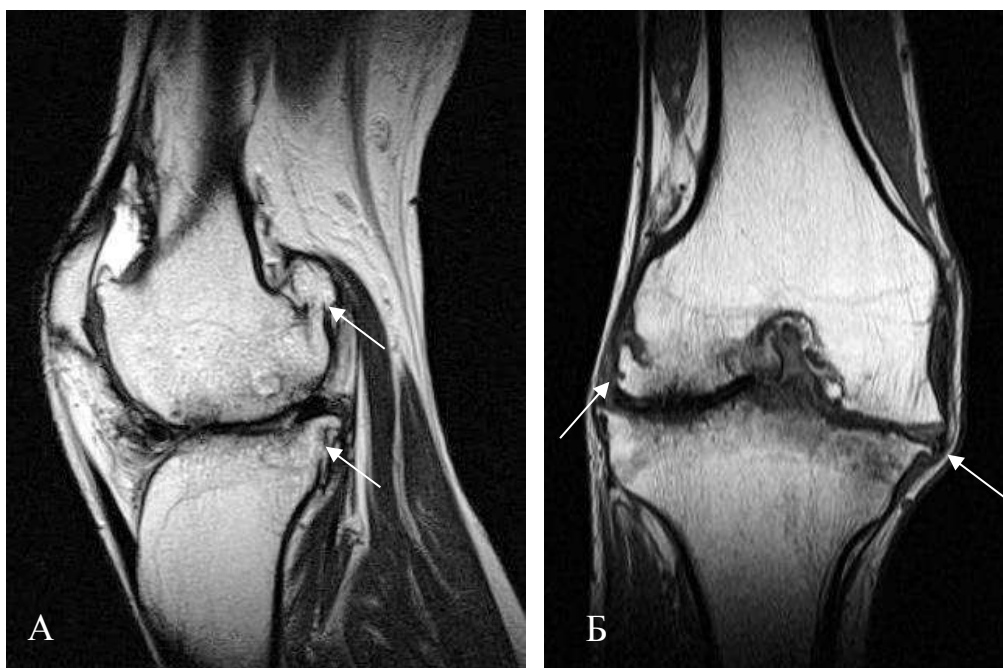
МРТ коленного сустава в сагиттальной проекции в режиме T2-ВИ (А), в коронарной проекции в режиме T1-ВИ (Б). Выраженные краевые костные разрастания по передней, задней и боковым поверхностям бедренной и большеберцовой костей, в области надколенника. Мелкие эрозии суставных поверхностей, эрозия межмуцелкового углубления, жидкость в области супрапателлярного заворота.
